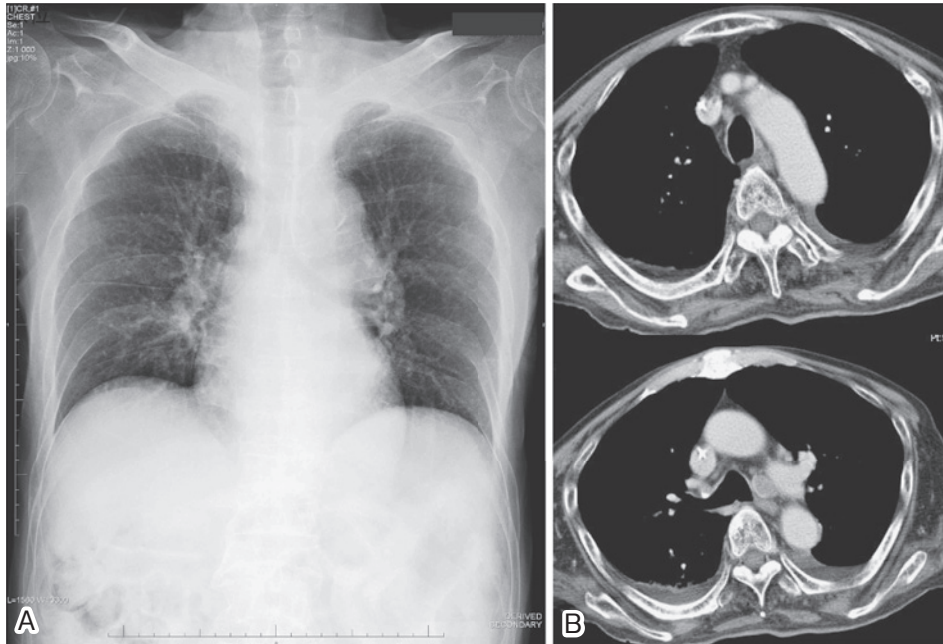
A chest radiograph (A) does not show any particular abnormal findings, and chest CT (B) shows a swollen mediastinal lymph node, with bilateral pleural effusion on admission (07/7/20).
